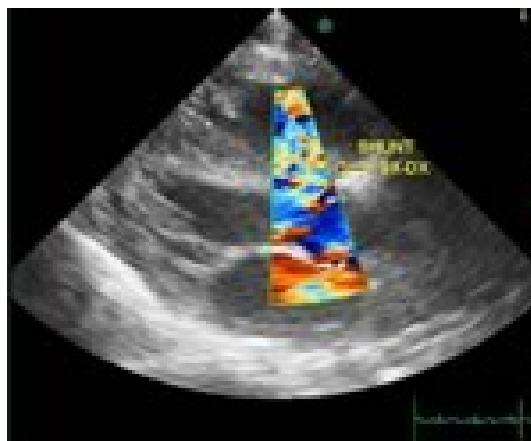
Ecocardiografia color-doppler: visibile uno shunt sx-dx a bassa velocità. ingrandisci (62 Kb)
